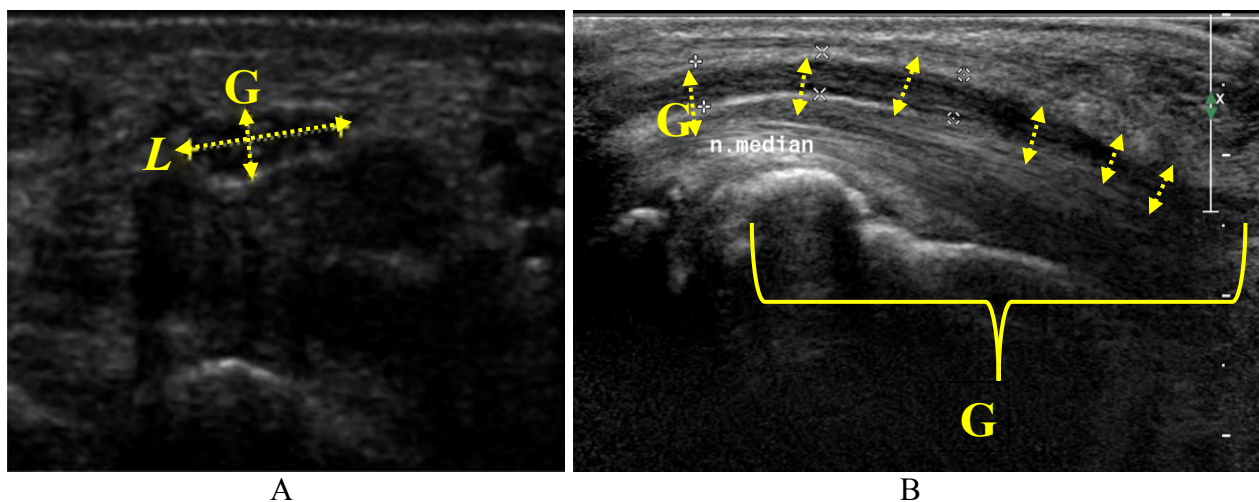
Examinarea nervului median în plan transversal (A) și în plan longitudinal (sagital) (B) prin ultrasonografie
